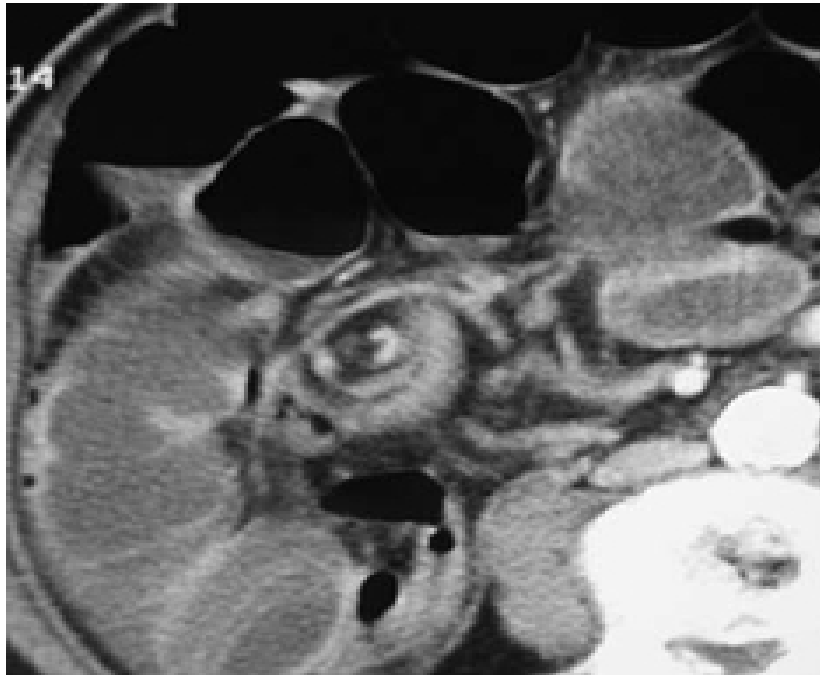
Volvulus du grêle sur bride. TDM injectée, coupes axiale et coronale oblique: signe du « tourbillon ». [1]
